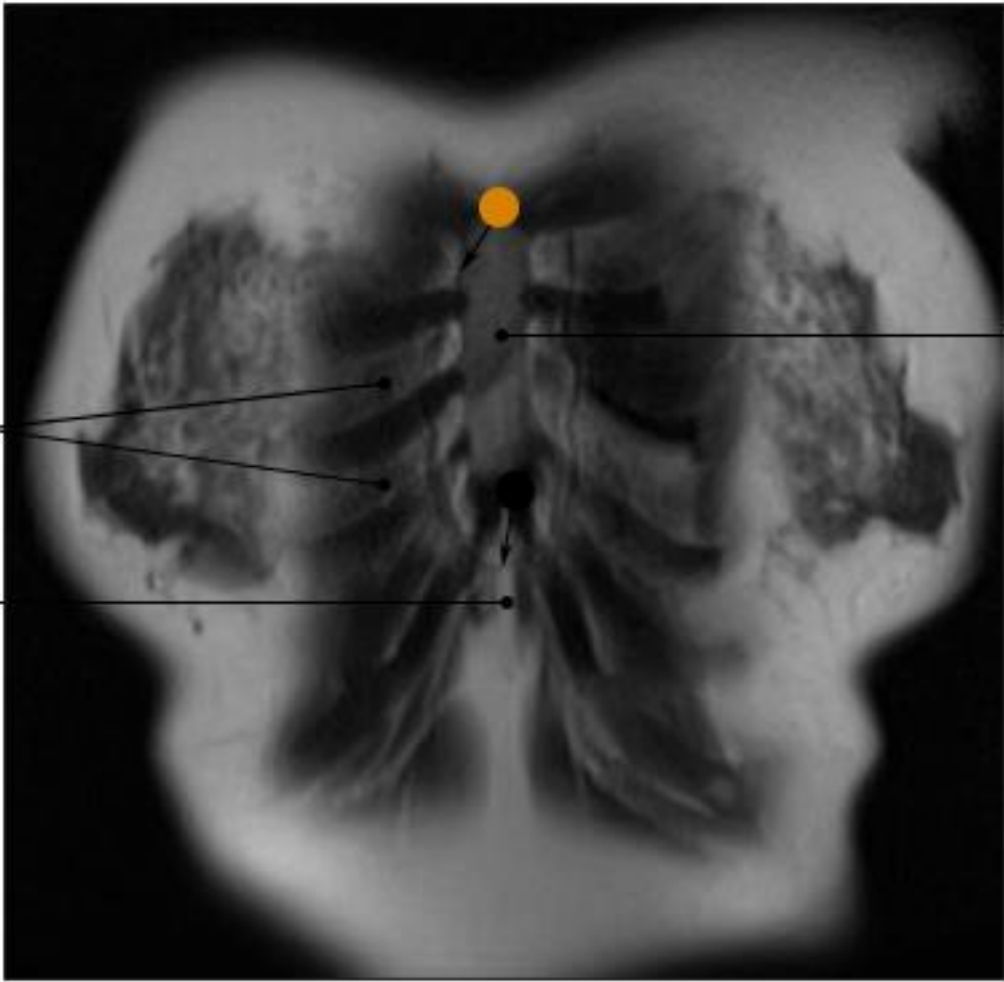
RM do esterno em corte coronal com ponderação T1
